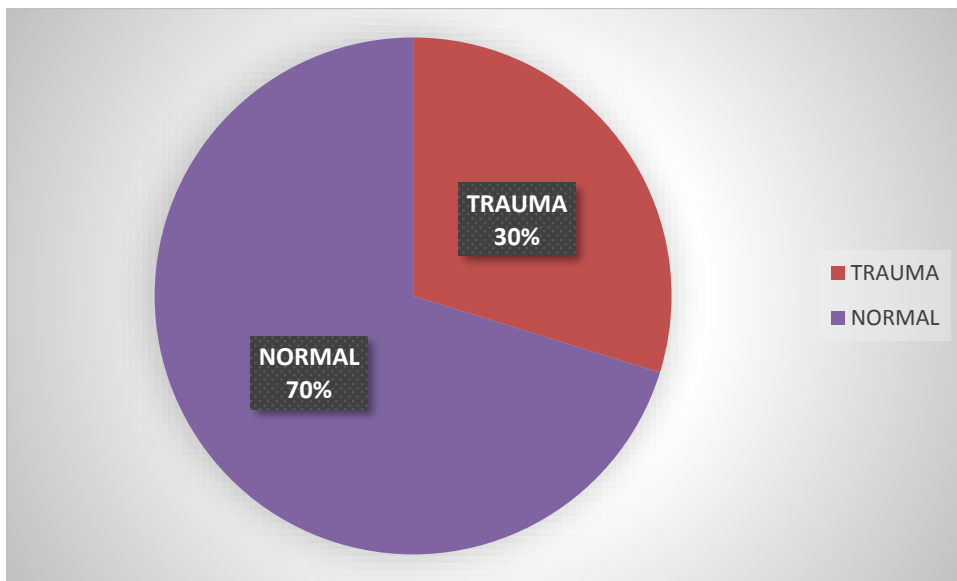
répartition selon le résultat échographique
